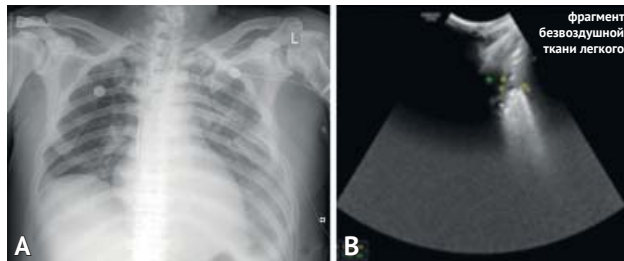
А — рентгенограмма грудной клетки. Гиповентиляция слева в нижних отделах, гидроторакс слева, перелом плечевой кости слева; В — эхограмма безвоздушной нижней доли левого легкого (ушиб)
